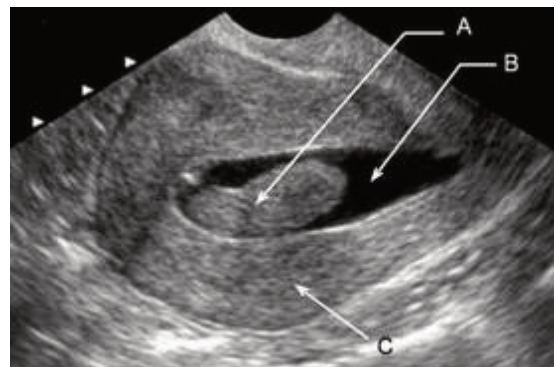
Ecografía vaginal. Pólipo endometrial.
